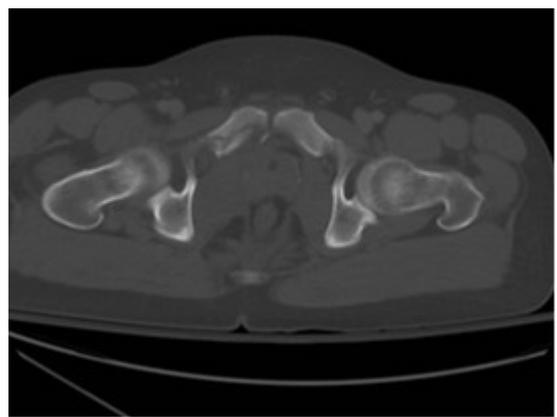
Рентгенограмма пациента Х., 32 лет: двусторонний переломом верхних ветвей лонных костей
